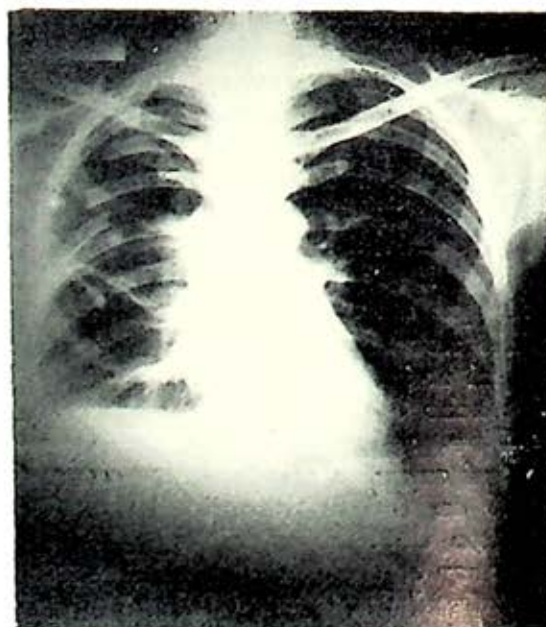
Figuras Nos. 14 y 15.—Caso N° 1.—Radiografías Pre y Post-operatorias. La radiografía post-operatoria está tomada 3 días después del acto quirúrgico y la aplicación del parche G-1.—Nota: Pensamos que para este trabajo preliminar sería más ilustrativo presentar las radiografías post-operatorias recientes entre 2 y 8 días, periodos en los cuales la reacción propiamente operatoria o del parche podría ser mayor.
